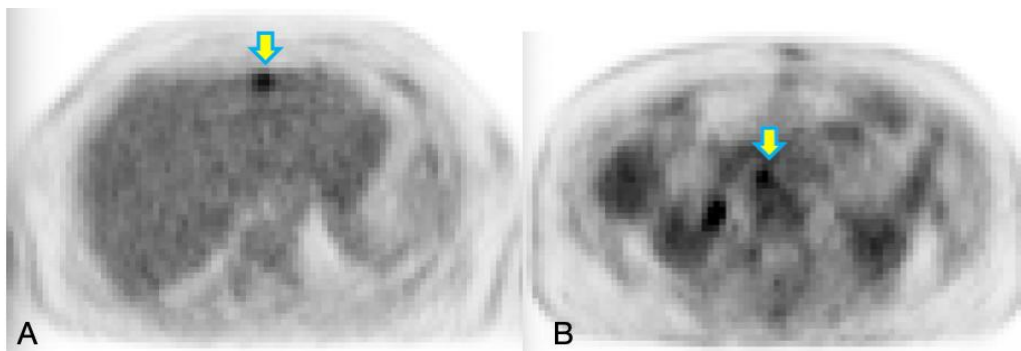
Immagini PET; A: (freccia gialla) localizzazione metastatica in corrispondenza del IV segmento epatico. B (freccia gialla) linfonodi ingranditi e conglomerati localizzati in sede inter-aorto-cavale.
